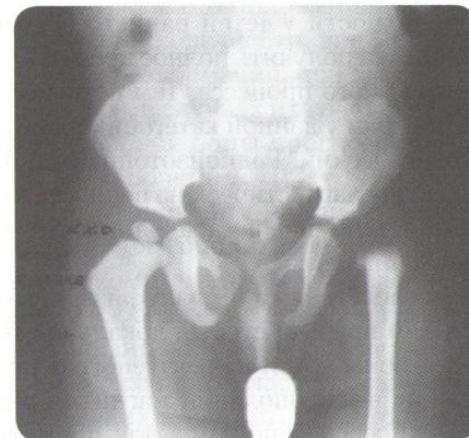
Рентгенограмма ребенка 1 года. Деструктивный патологический вывих левой бедренной кости
